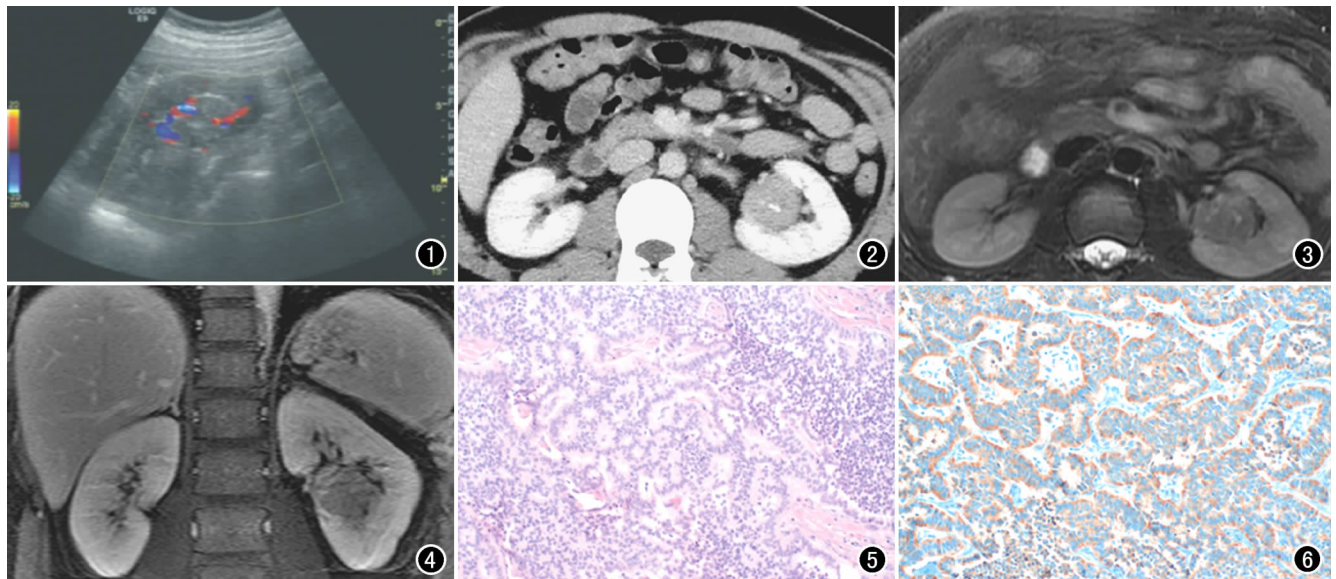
彩色多普勒超声示左肾盂内肿块,内部以低回声为主,中心见强回声,周边见强回声环(箭),并见较粗大血管进入肿块。图2 CT增强扫描示左肾盂内轻度强化肿块,边界清楚,肿块内见片条状钙化灶(箭)。图3 T_2 WI脂肪抑制序列示左肾盂内肿块呈略低信号,内可见点状高信号(箭)。图4 MRI增强扫描示肿块位于肾盂内,轻度强化,局部肾盏受压。图5 镜下示上皮性增生细胞呈腺样及实片状,细胞较单一,异型性不明显($\times 100$, HE)。图6 免疫组织化学染色示神经突触素(Syn)呈阳性(免疫组织化学染色 $\times 100$)。
